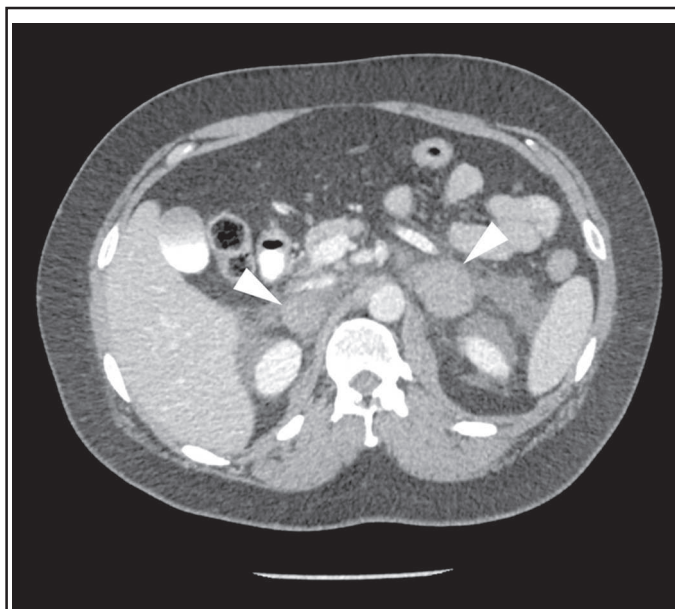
CT abdominal avec injection de produit de contraste iodé, avec acquisition en phase portale. Volumineux hématomas surrénaliens bilatéraux (flèches).
